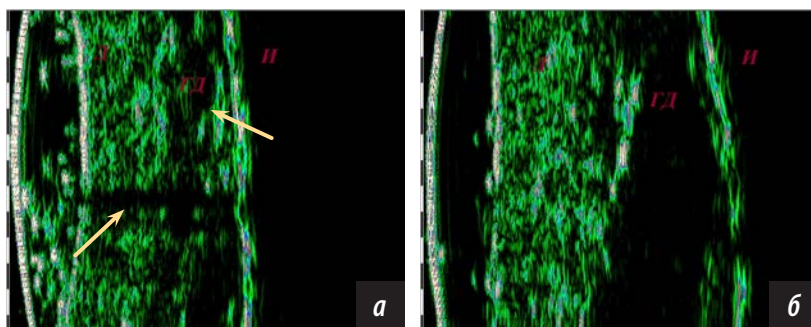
Результаты УЗИ-сканирования до лечения (а) и спустя 6 месяцев (б): Д — дерма, ГД — гиподерма, И — имплантат
